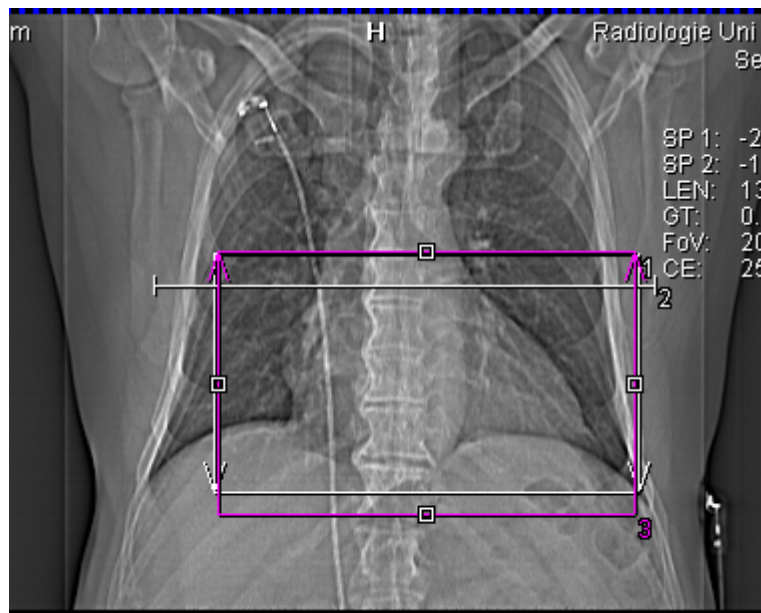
Übersichtsaufnahme des Herzens in der Mehrschicht-Computertomographie
